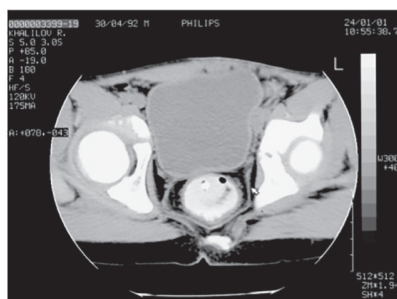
Компьютерная томография на уровне m. levator ani. Вариант нормы.
